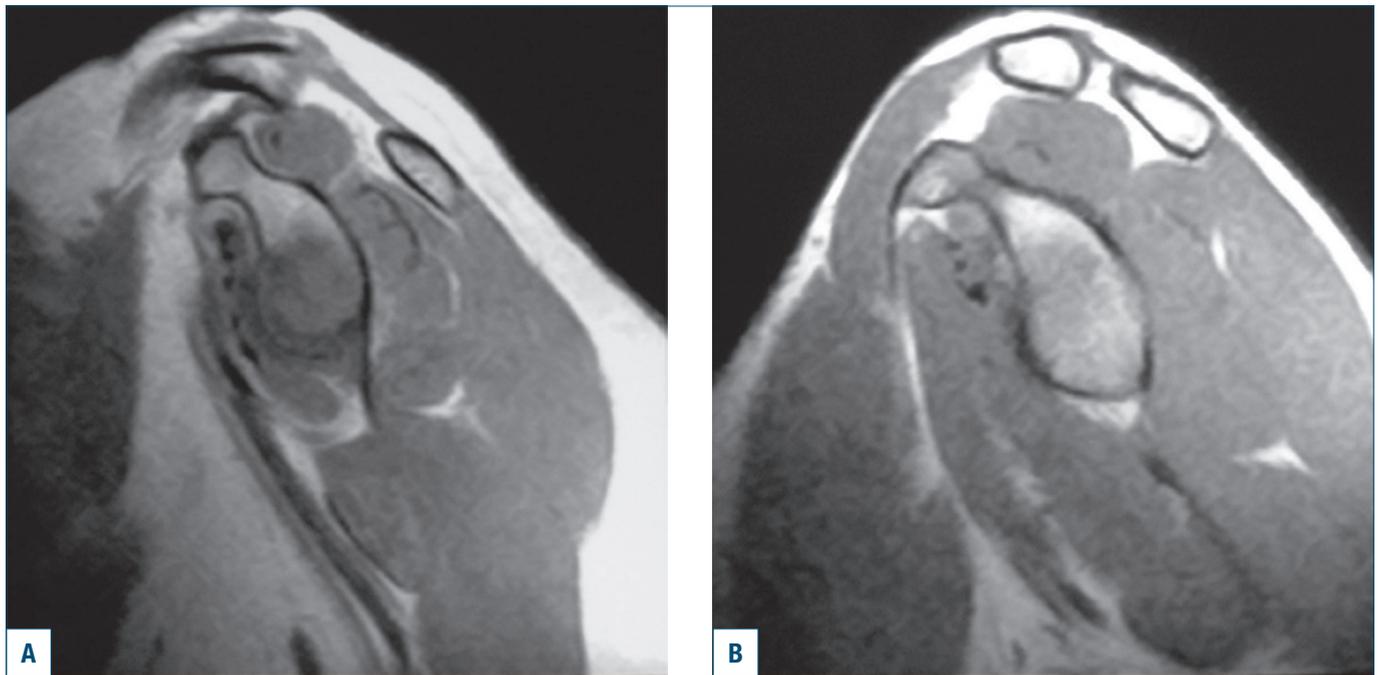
(A) RMN - scansione sagittale S.E. T1: accentuata inclinazione acromiale con diastasi acromio-claveare, responsabile di restringimento del canale coraco-acromiale e conseguente conflitto. (B) Analogo corrispettivo RM che dimostra normali rapporti coraco-acromiali.
